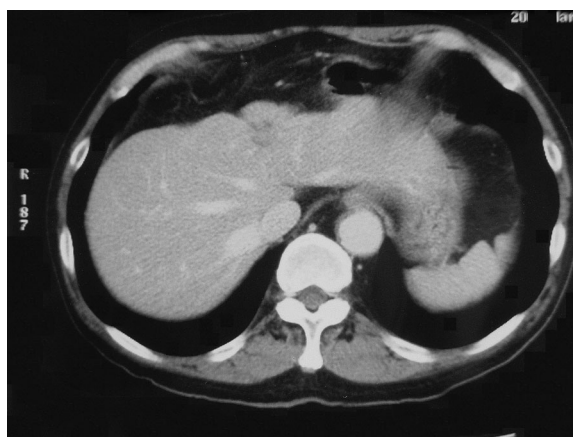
Abdominal CT after 14 cycles of HAIC shows that the hepatic metastases completely disappeared.
